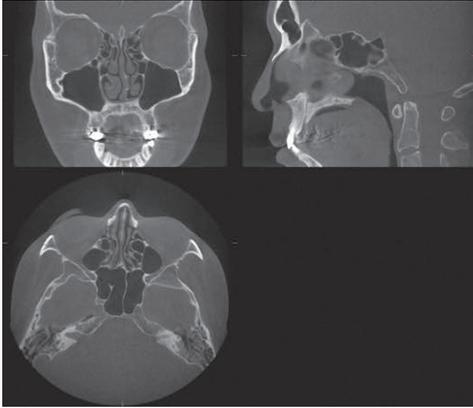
Volumentomografie für Anspruchsvolle: Aufnahme des Bereichs der Nasennebenhöhlen mit dem 3D Accuitomo 80/170. Quelle: Kitasenju Radist Dental Clinic, i-View imaging Center, Japan.
